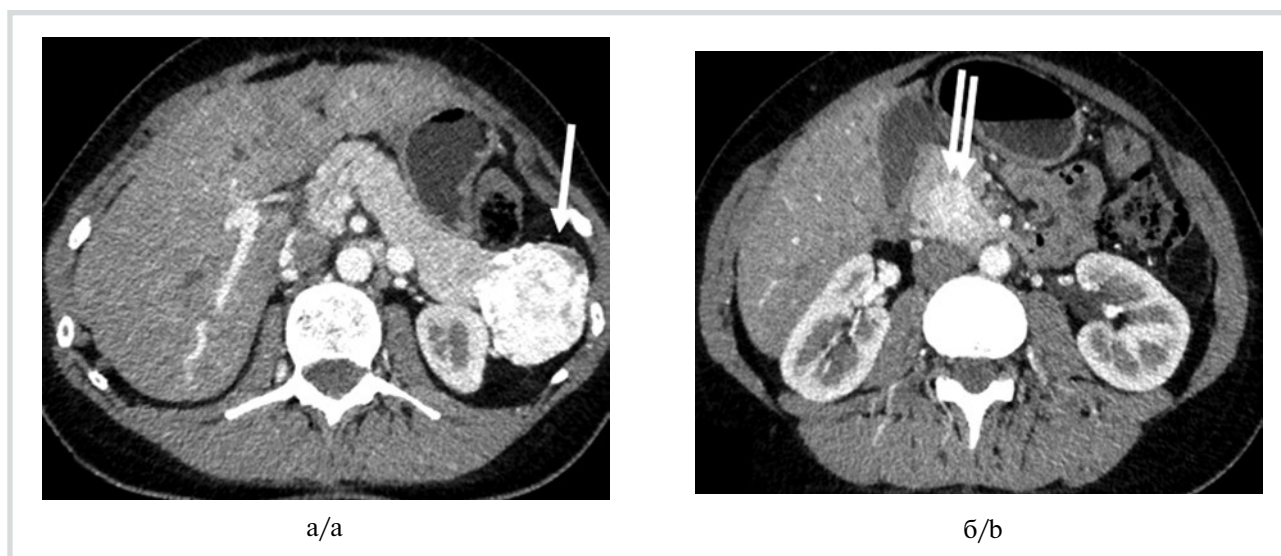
МСК-томограмма, артериальная фаза, аксиальная проекция.
